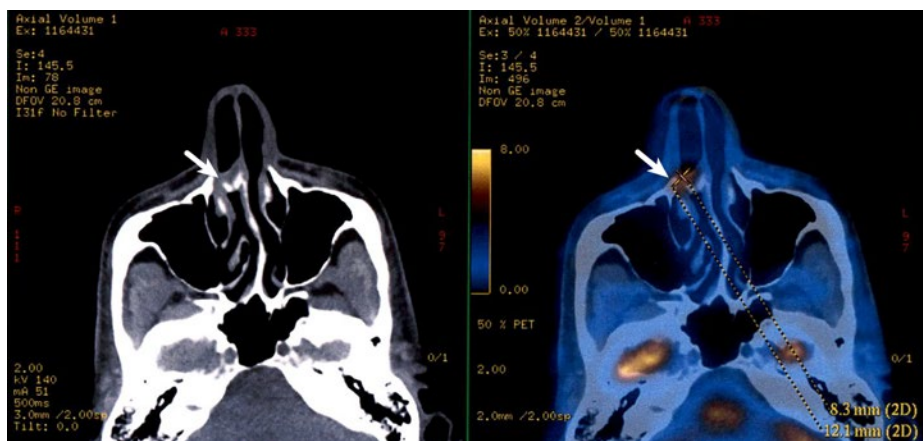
Tomographie par émission de positons/tomodensitométrie (TEP/TDM) ciblée au 301 MBq ^{18}F -fluorodésoxyglucose (^{18}F -FDG), A) TDM et B) TEP, coupes axiales. Visualisation d'une masse partiellement calcifiée, moyennement active sur le plan métabolique, dans la cavité nasale droite à hauteur du méat nasal moyen, à la jonction entre la partie cartilagineuse et la partie osseuse du septum nasal droit. La flèche (→) pointe vers la tumeur.
